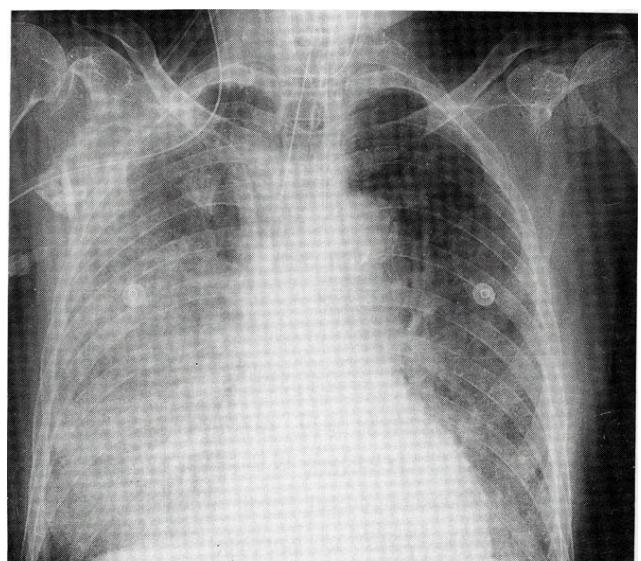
Follow-up chest X-ray shows diffuse bilateral airspace consolidation on the whole lung fields.
